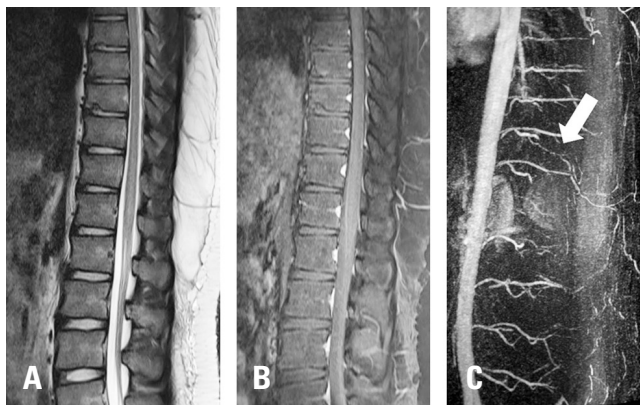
A follow-up T2 weighted sagittal image (A) showing decreased signal intensity compared to the initial magnetic resonance imaging and normal signal intensity on a gadolinium-enhancing T1-weighted image (B). Magnetic resonance angiography revealing no occlusion or stenosis of any segmental artery or the Adamkiewicz artery (white arrow) (C).
